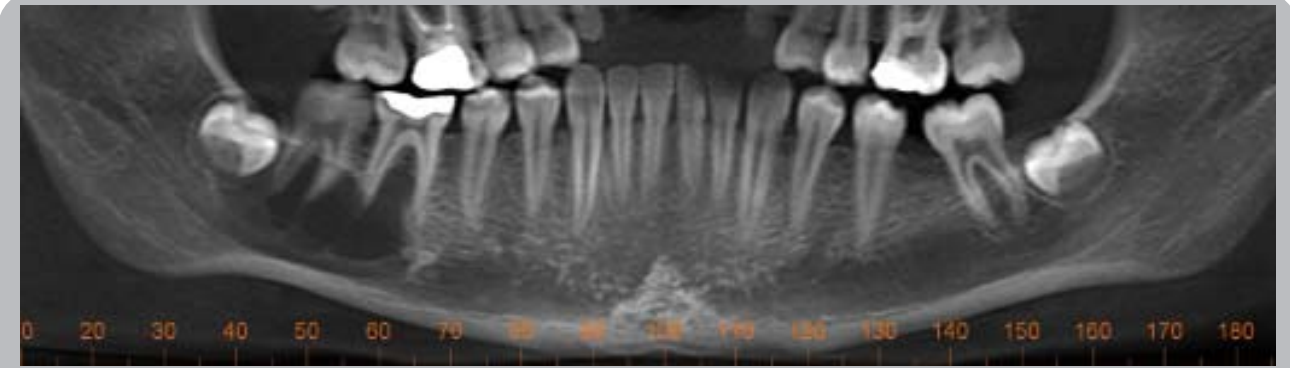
Niño de 15 años. Estudio cone beam. En vista panorámica y corte parasagital, se observa área radiolúcida tabicada en zona de molares, y entre la vecindad de reborde óseo y borde basilar. Compromete área peridientaria e interradicular. En cortes transversales y axial se visualiza el adelgazamiento de la tabla ósea lingual. Conducto dentario en relación con tabla ósea lingual. Nótese tabiques en ángulo recto.
